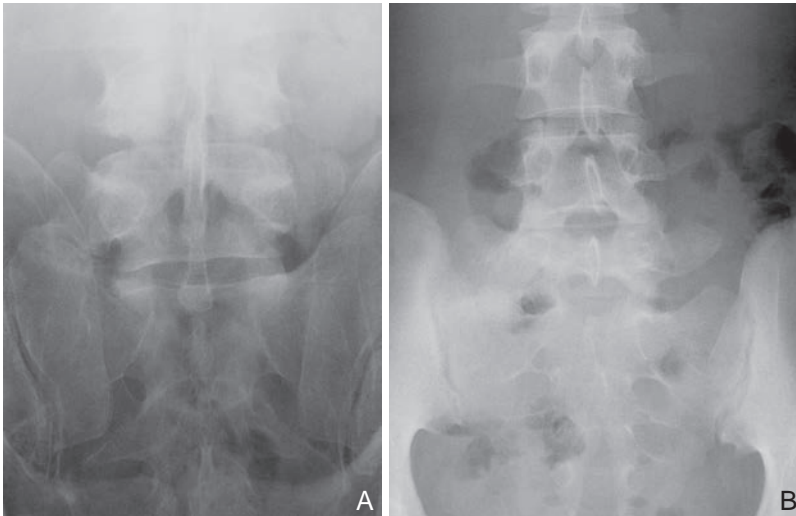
Radiographies localisées de la charnière lombo-sacrée montrant : A. une néo-articulation L5-S1 droite ; B. une hémilombalisation droite.
